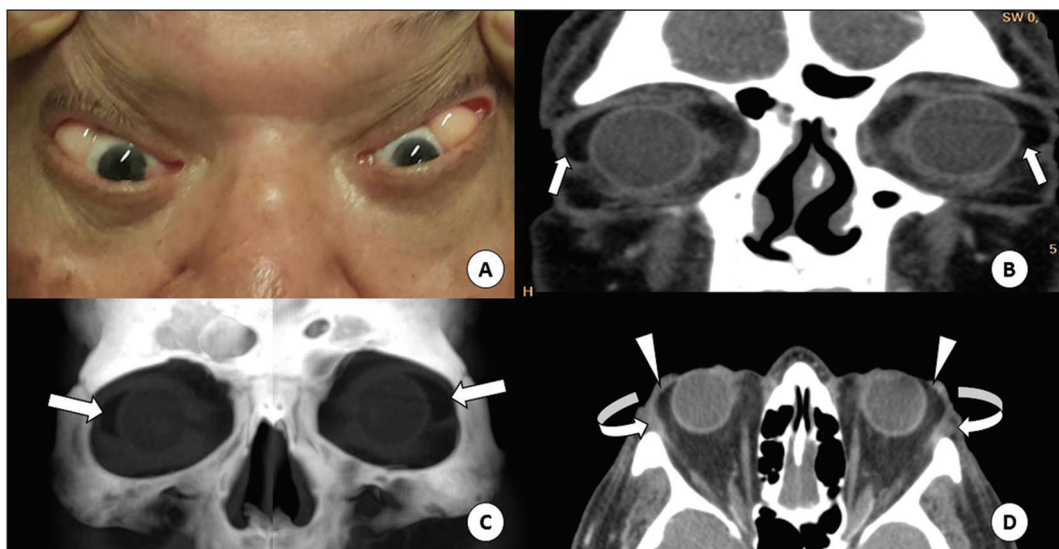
A: Massa gordurosa no canto lateral das órbitas, mais bem caracterizada com a retro-pulsão dos globos oculares. TC de órbitas no plano coronal (B), em reformatação volumétrica coronal (C) e no plano axial (D) demonstrando a massa nos cantos laterais (setas retas), contígua com a gordura intraconal (pontas de setas) e rechaçando as glândulas lacrimais (setas curvas).
